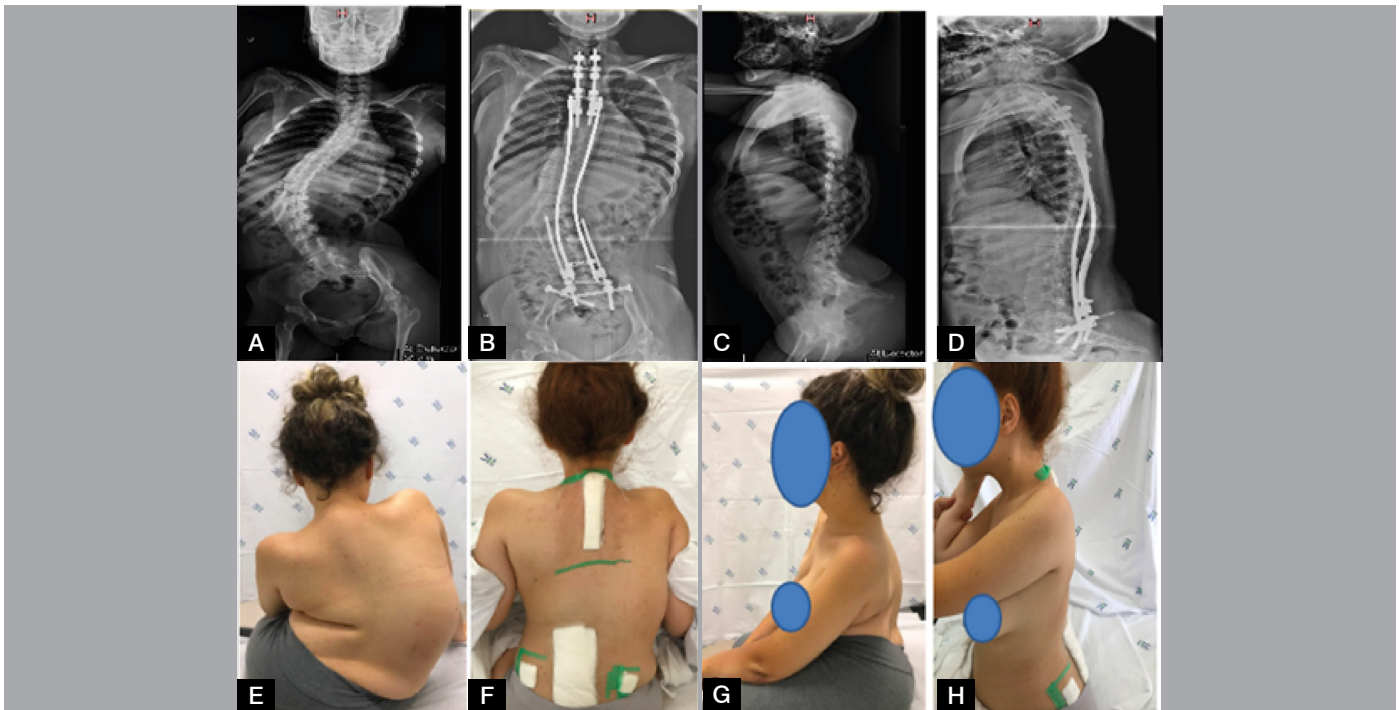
Paciente de 15 anos, portadora de amiotrofia espinhal progressiva tipo III. (A) radiografia em AP pré-operatória; (B) radiografia AP pós-operatória imediata; (C) radiografia perfil pré-operatória; (D) radiografia perfil pós-operatória imediata; (E-H) paciente em pré-operatório demonstrando a deformidade e obliquidade pélvica em pré e pós-operatório imediato.
